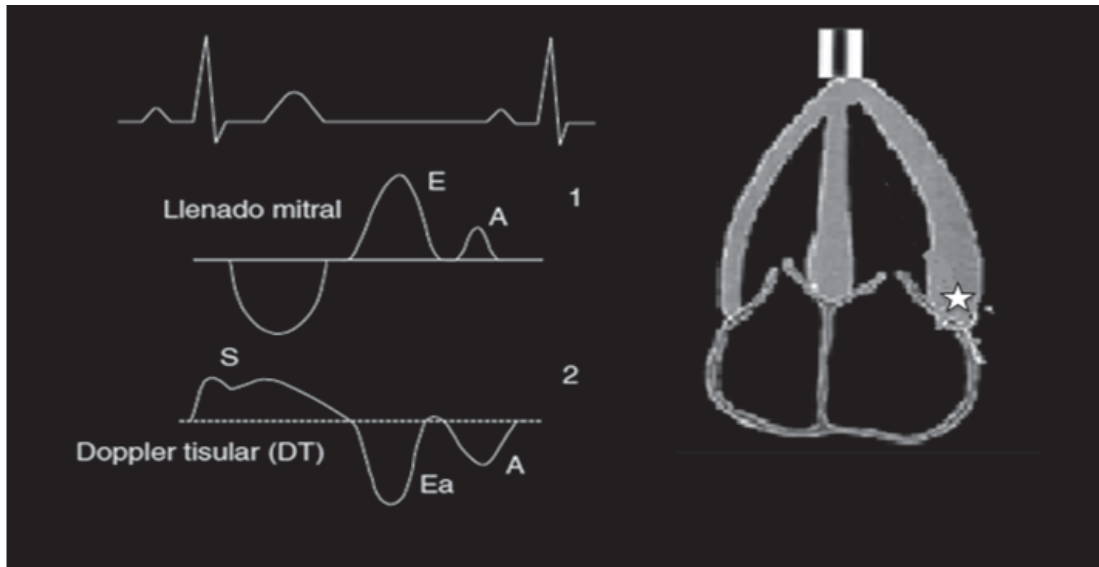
Patrón de registro del doppler tisular normal y su relación con el patrón de llenado diastólico mitral.
